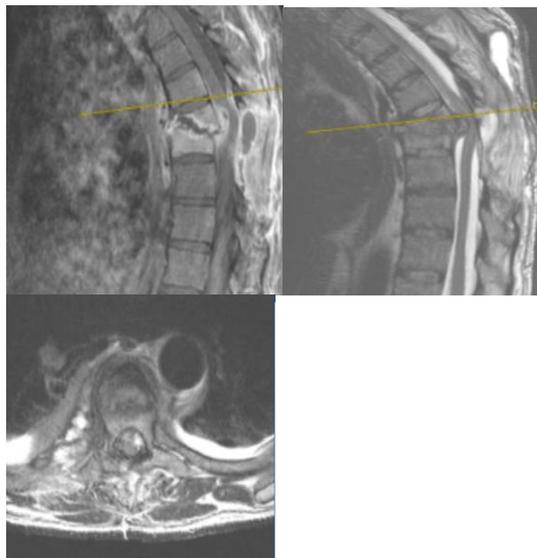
Resonancia magnética con y sin contraste en la que se observa realce al gadolinio en cuerpos D7 y D8, involucrando el disco. Imagen hiperintensa extradural con sospecha de absceso.
